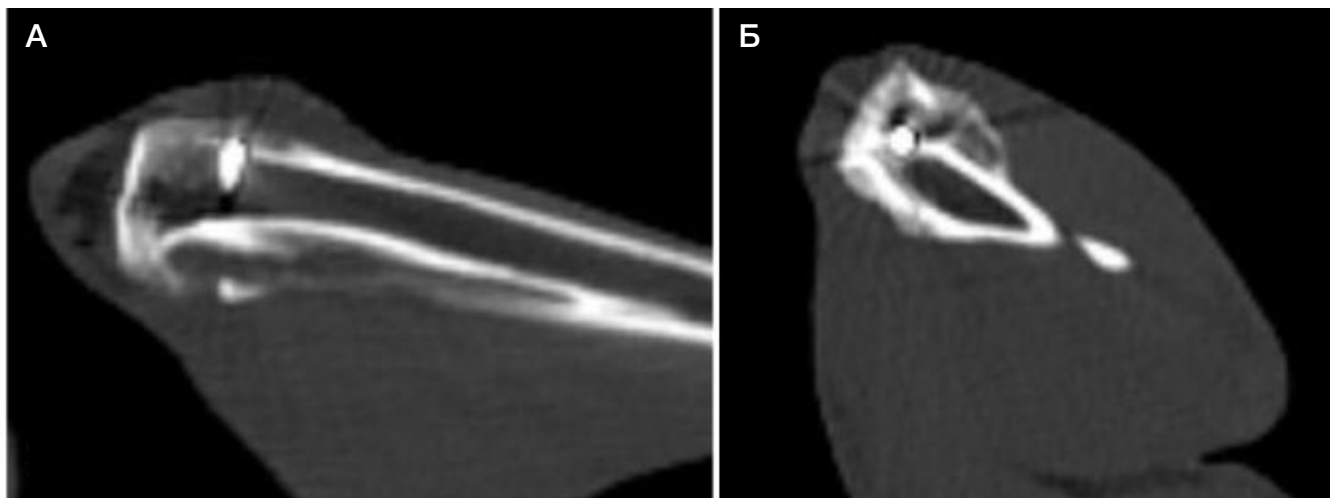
Результаты КТ спустя 3 месяца после операции. Имплант определяется в области метафиза большеберцовой кости. А. Сагиттальный срез с захватом диафиза. Б. Сагиттальный срез с захватом эпифиза
